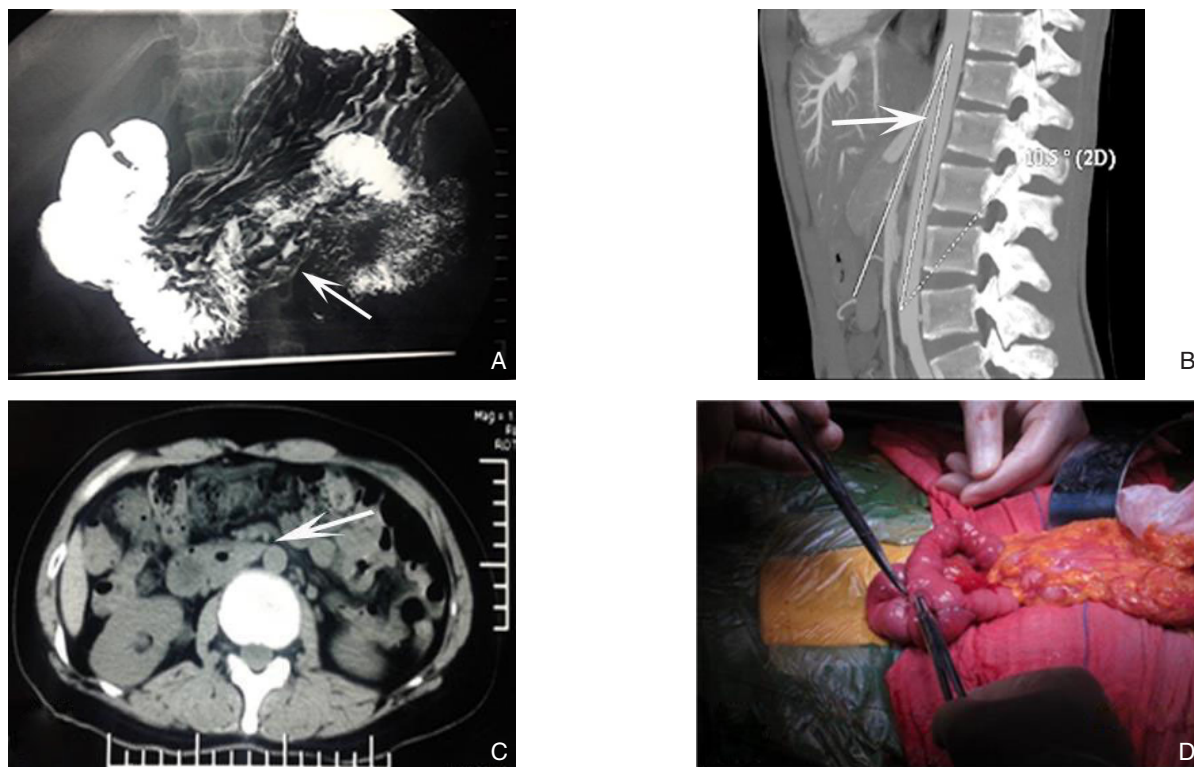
影像学检查及手术 A: 上消化道造影示十二指肠水平段受压一闸门征; B: 腹部CT矢状面重建示SMA与AA夹角过小; C: CTA示十二指肠受压于肠系膜血管与AA之间; D: 术中行空肠-十二指肠端侧吻合
